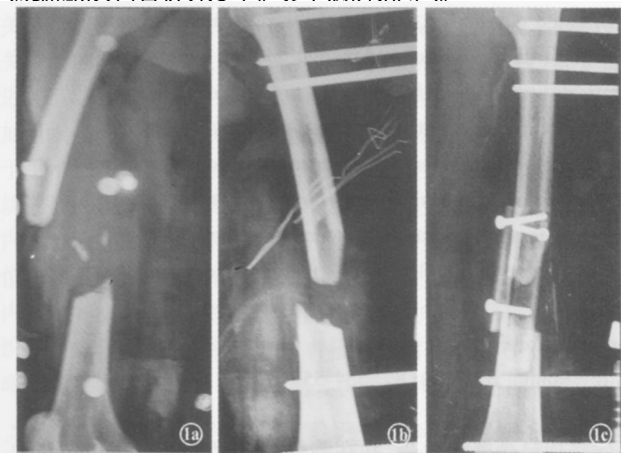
患者,女,19岁,车祸伤,术前后X线片 1a.左股骨中段开放性骨折,缺损约 6.5 cm;1b.清创缝合后,外支架维持下肢长度及对线;1c.Ⅱ期行带血管蒂双折叠腓骨移植;1d.术后4个月拆除外支架,部分负重活动;1e.术后26个月,移植骨愈合良好,明显增粗,完全负重活动
